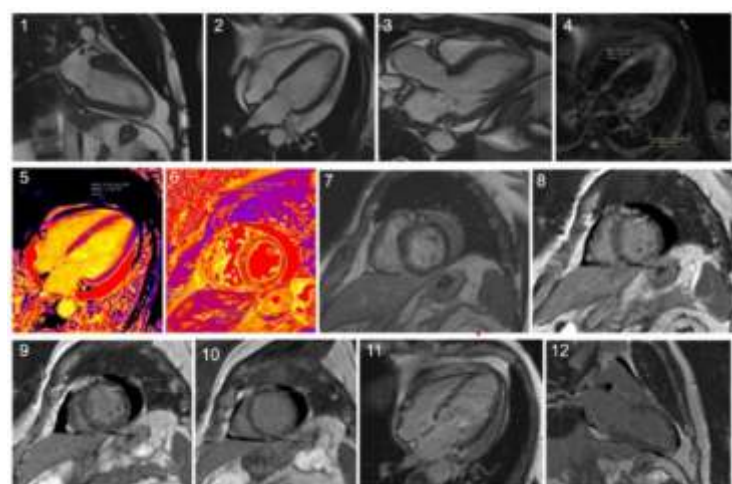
Resonancia magnética cardíaca del paciente.
